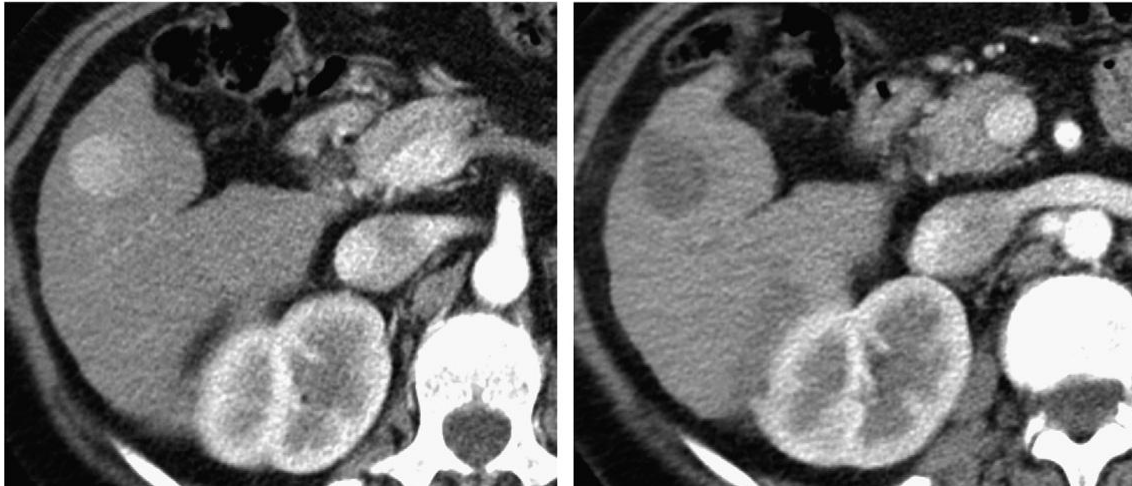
Petit CHC à l'IRM. A droite, après radiofréquence, le nodule apparaît dévascularisé, sans prise de contraste, traduisant la nécrose tumorale (d'après [Tremosini 2010])
